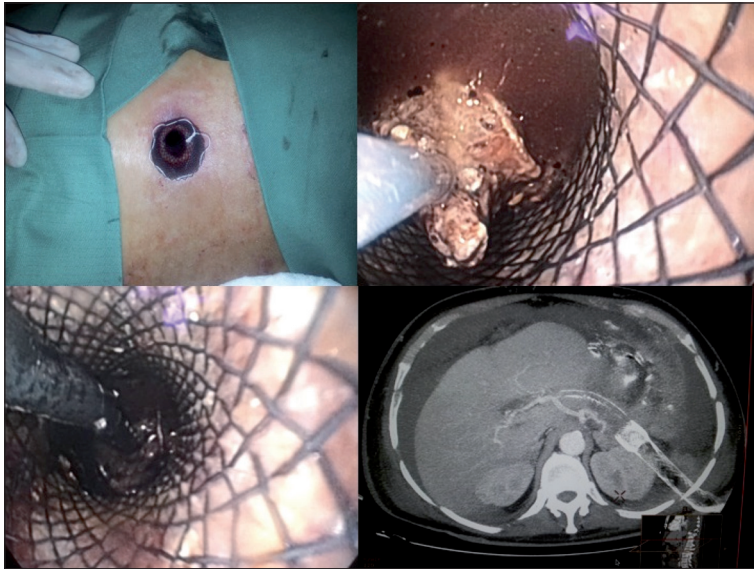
Imágenes de drenaje de necrosis infectada a través de una prótesis esofágica autoexpansible, visión externa, extracción de necrosis con canastillo de Dormia, extracción de necrosis con instrumental laparoscópico y visión de tomografía con la prótesis en posición con un drenaje para irrigación en su interior.
